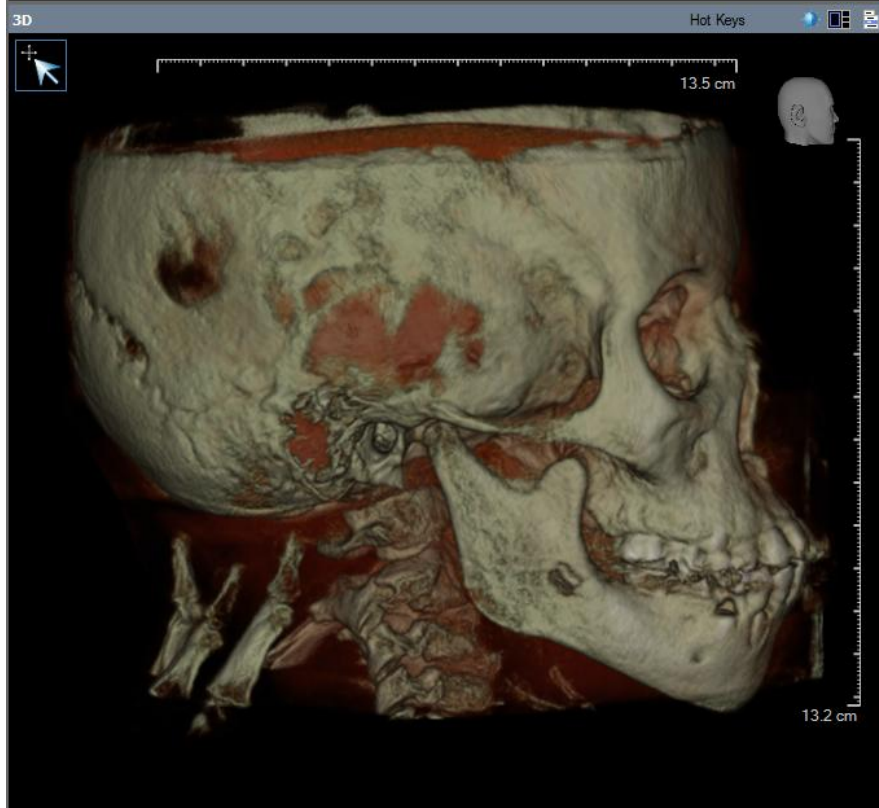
Tomografía en tercera dimensión por CONE BEAM vista lateral derecha, hay continuidad con el hueso del cóndilo en cavidad glenoidea.<sup>15</sup>
